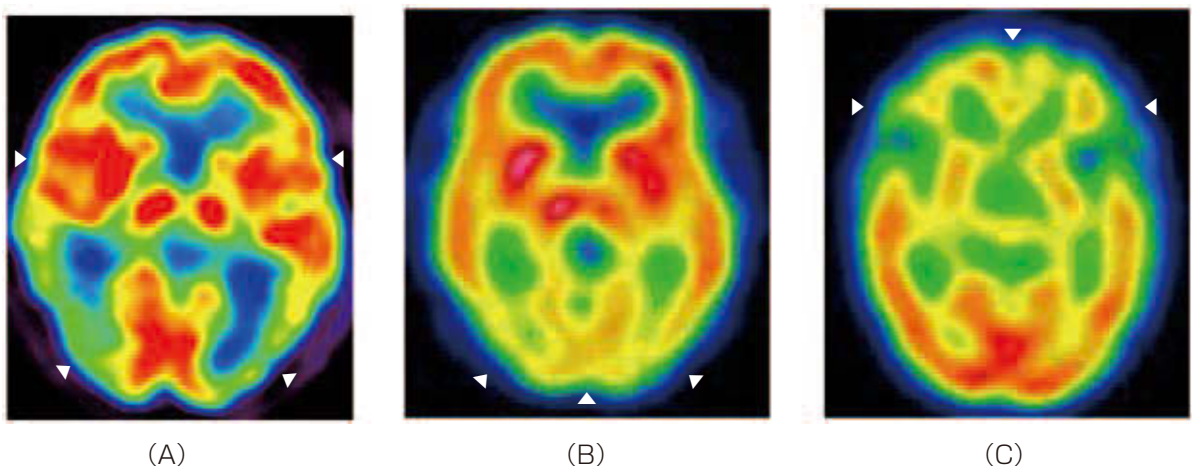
各種認知症に特徴的な脳のブドウ糖代謝を示す PET 画像
